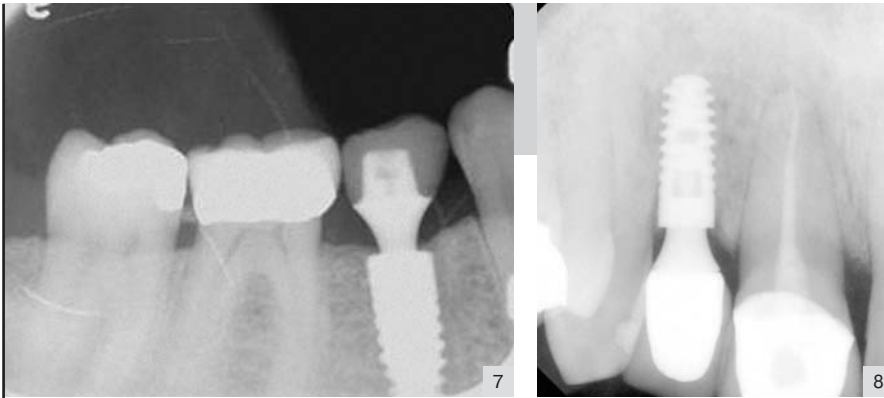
Рентгенологические снимки показывают имплантаты, помещенные ниже гребня .
